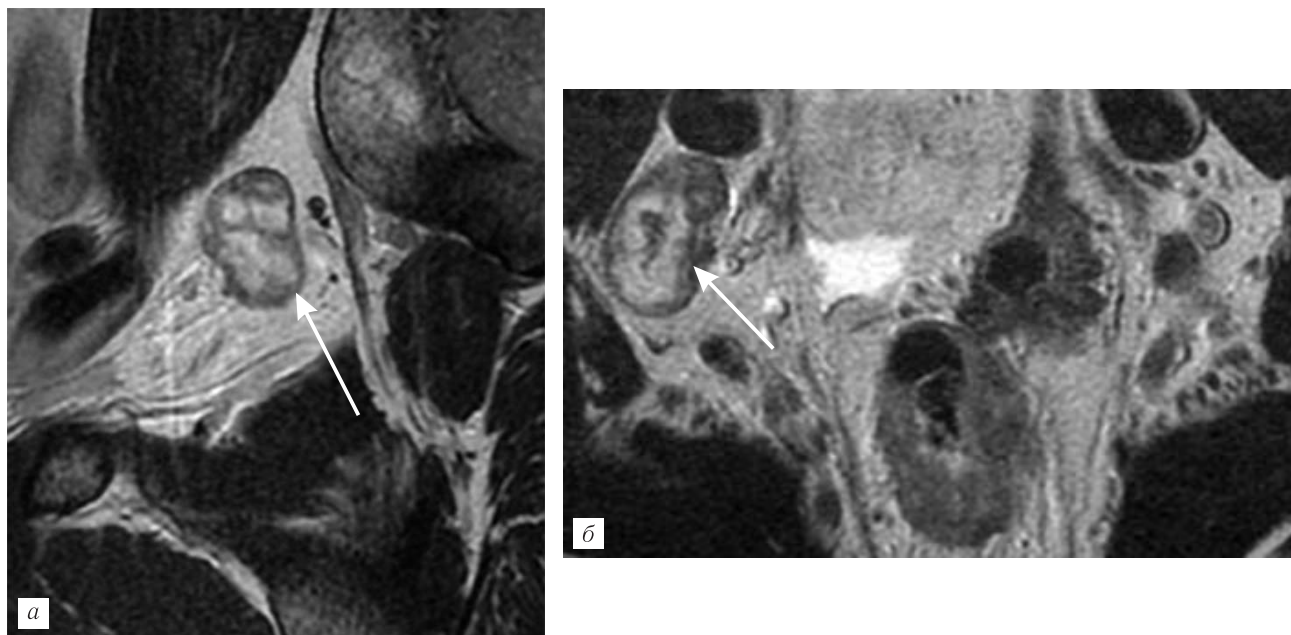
МРТ органов малого таза, T2-взвешенные изображения высокого разрешения в сагиттальной (а) и коронарной (б) плоскостях. Стрелкой отмечен лимфатический узел латеральной группы лимфооттока, имеющий неровные контуры и неоднородную структуру, увеличенный в размерах.
